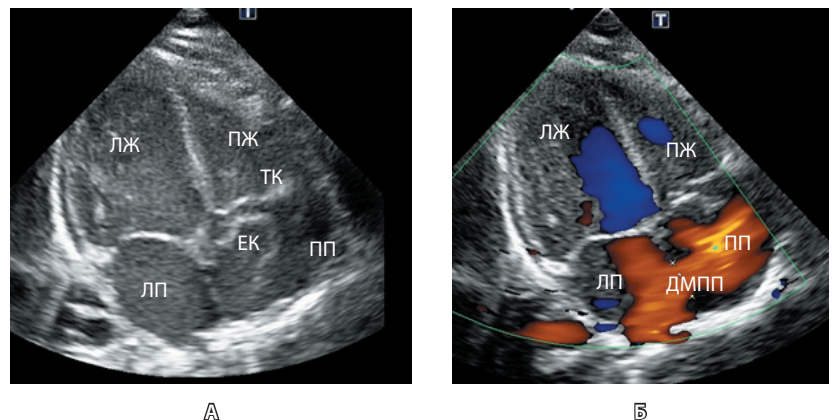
Трансторакальная эхокардиография, четырехкамерная проекция: А – линейный эхо-сигнал в проекции трикуспидального клапана (ТК), Б – цветная доплер-эхокардиография, лево-правый сброс на дефект межпредсердной перегородки (ДМПП); ЕК – евстахиев клапан, ЛЖ – левый желудочек, ЛП – левое предсердие, ПЖ – правый желудочек, ПП – правое предсердие
